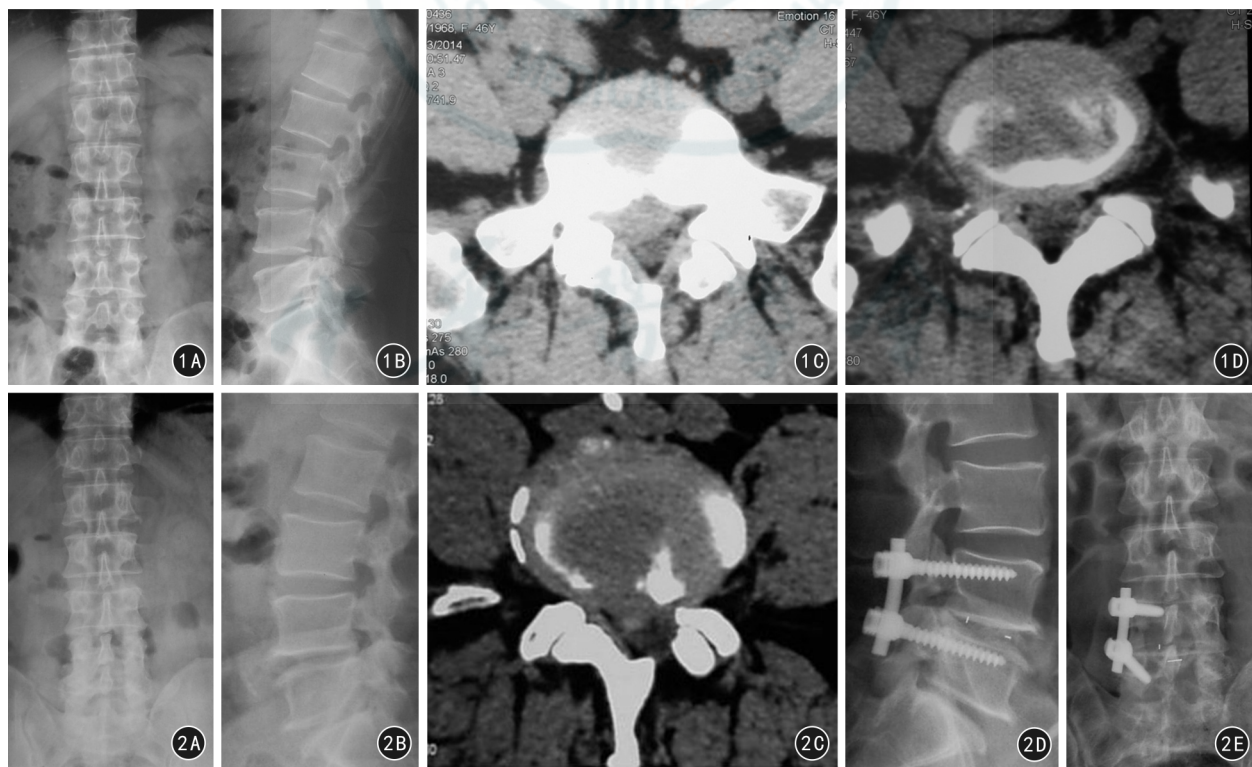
患者女, 43 岁, L₅/S₁ 椎间盘左后方突出单纯髓核摘除术后 8 年余, 腰部伴右下肢再发疼痛 6 个月 1A、1B 术前腰椎正侧位 X 线片检查示腰椎退变, L₅/S₁ 左侧椎板部分缺如 1C 腰椎 CT 检查示 L₅/S₁ 椎间盘向同节段对侧(右侧)再突出 1D L₅/S₁ 右侧经侧后路椎间孔镜微创髓核摘除术后 CT 示突出髓核已摘除, 部分关节突关节缺如 图 2 患者男, 46 岁, L_{4/5} 椎间盘左后方突出单纯髓核摘除术后 4 年余, 腰部伴右下肢再发疼痛 2 个月 2A、2B 术前腰椎正侧位 X 线片检查示腰椎退变, L_{4/5} 左侧椎板部分缺如, L_{4/5} 椎间隙变窄 2C 腰椎 CT 检查示 L_{4/5} 椎间盘向同节段对侧(右侧)突出 2D、2E L₄₋₅ 右侧单侧减压固定、椎间融合术后正侧位 X 线片
